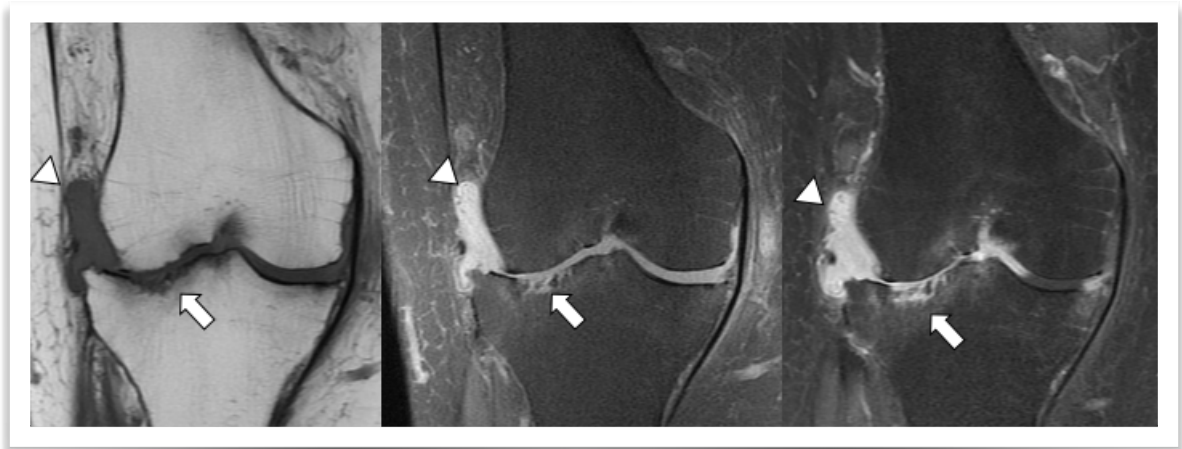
Artritis reumatoide. RM secuencias coronales T1, DP con supresión grasa y T1 con supresión grasa y contraste. Marcada reducción de amplitud de espacio articular femorotibial de predominio lateral con erosiones centrales en platillo tibial (flechas). Marcada sinovitis con realce difuso con contraste (cabezas de flecha).
